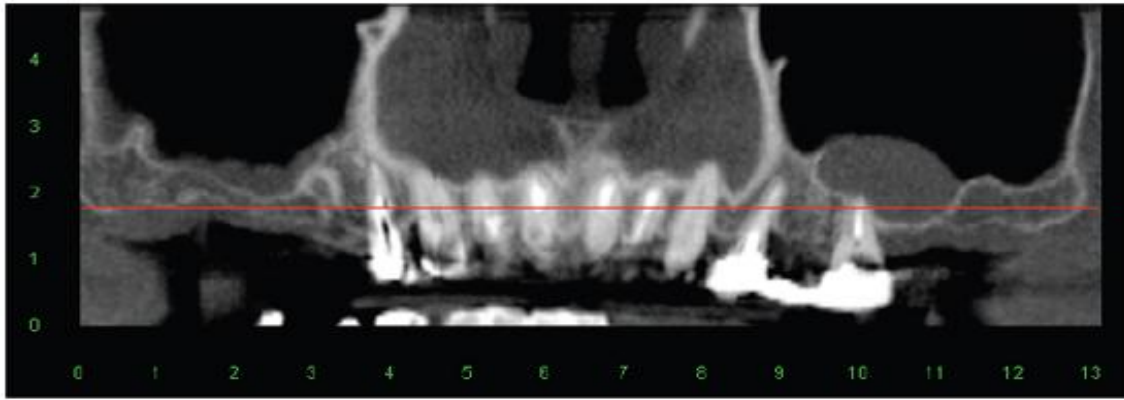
Tomografia computadorizada cone beam, de um quisto de retenção mucoso associado a dente com comprometimento endodôntico.
